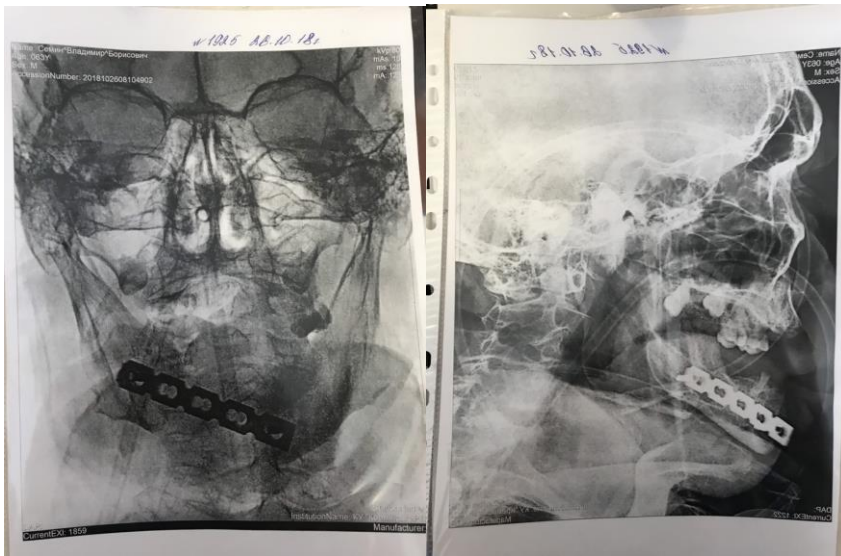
Фотографія рентгенограм пацієнта С., дефект після резекції нижньої щелепи заповнений пластиною LCP з антибактеріальним покриттям
